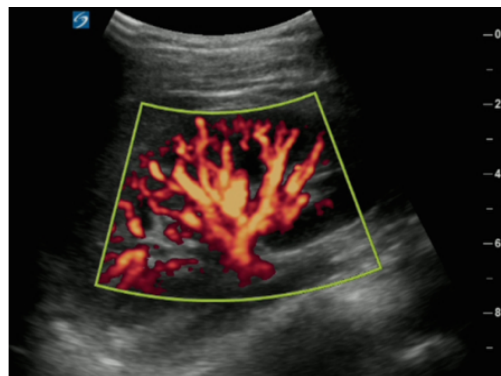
Modo doppler energía.
